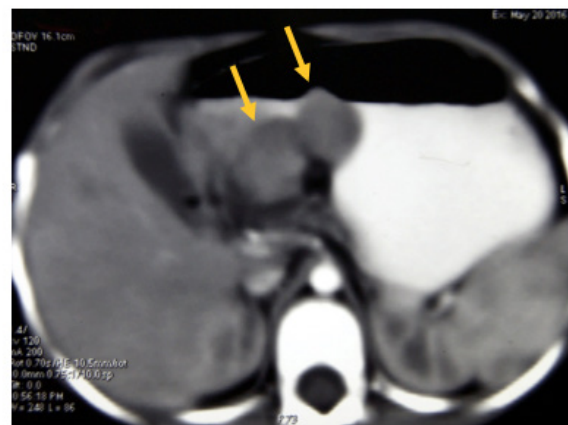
TC abdomen con doble contraste: se observan dos lesiones sólidas intragástricas de baja densidad, con márgenes delimitados.
